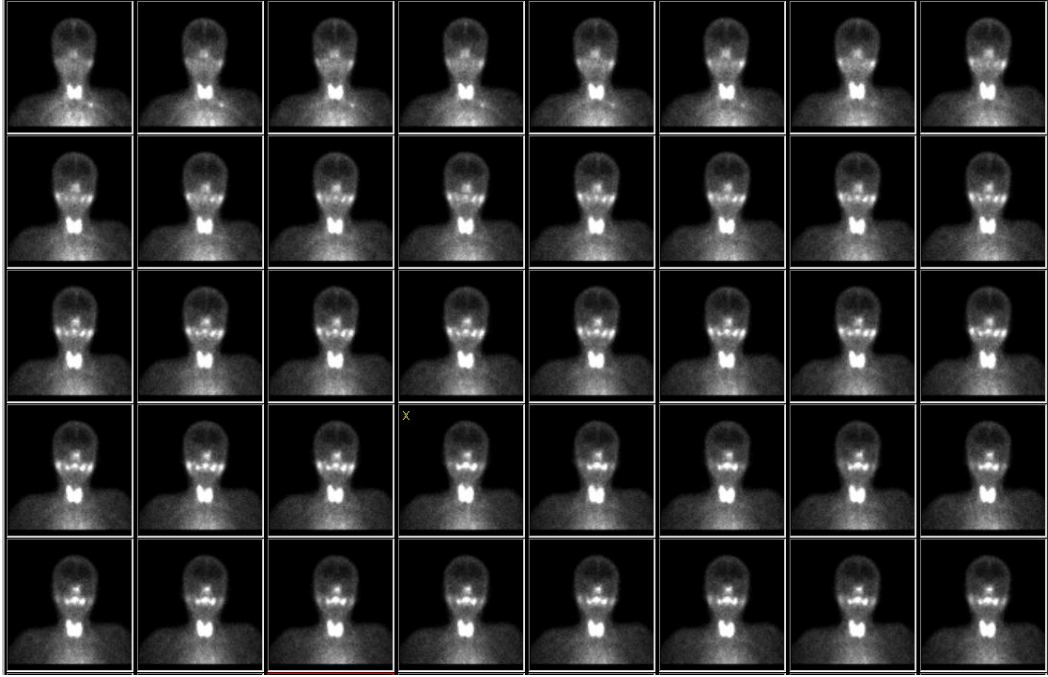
Normal bir olgunun tükürük bezi sintigrafisi görüntüsü x ile işaretli bölümde limon sitimulasyonu sonucu parotis ve submandibular bezlerde aktivitenin boşaldığı izlenmektedir
